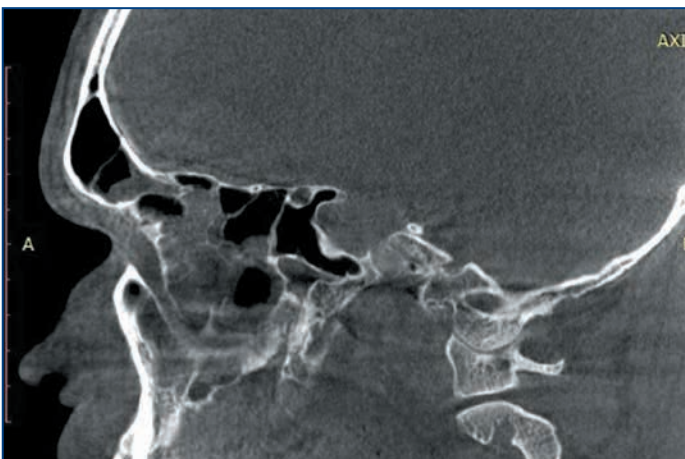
Компьютерная томография ОНП, сагиттальная проекция
